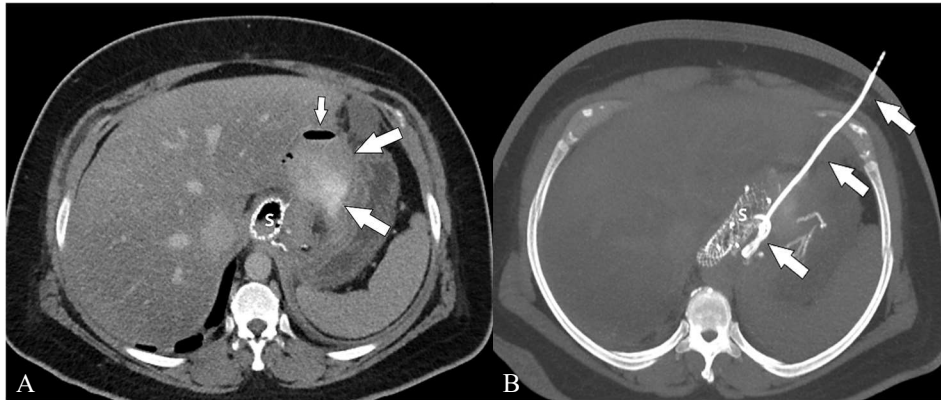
Postoperatives Leak an der Anastomose, daraufhin Implantation eines Stents, nun neuerlich Fieber, Anzeichen einer Sepsis und Verdacht auf einen Abszess. A: In der MDCT zeigt sich neben dem Stent (S) ein Abszess (große Pfeile) mit einem Luft-Flüssigkeitsspiegel (kleiner Pfeil). B: Es wurde perkutan CT-gezielt der Abszess punktiert, Gewinnung von Eiter. Danach Implantation eines Drainagekatheters. In der 3D-Rekonstruktion (MIP) kann die gesamte Länge des Drains in einem Bild dargestellt werden (Pfeile).
